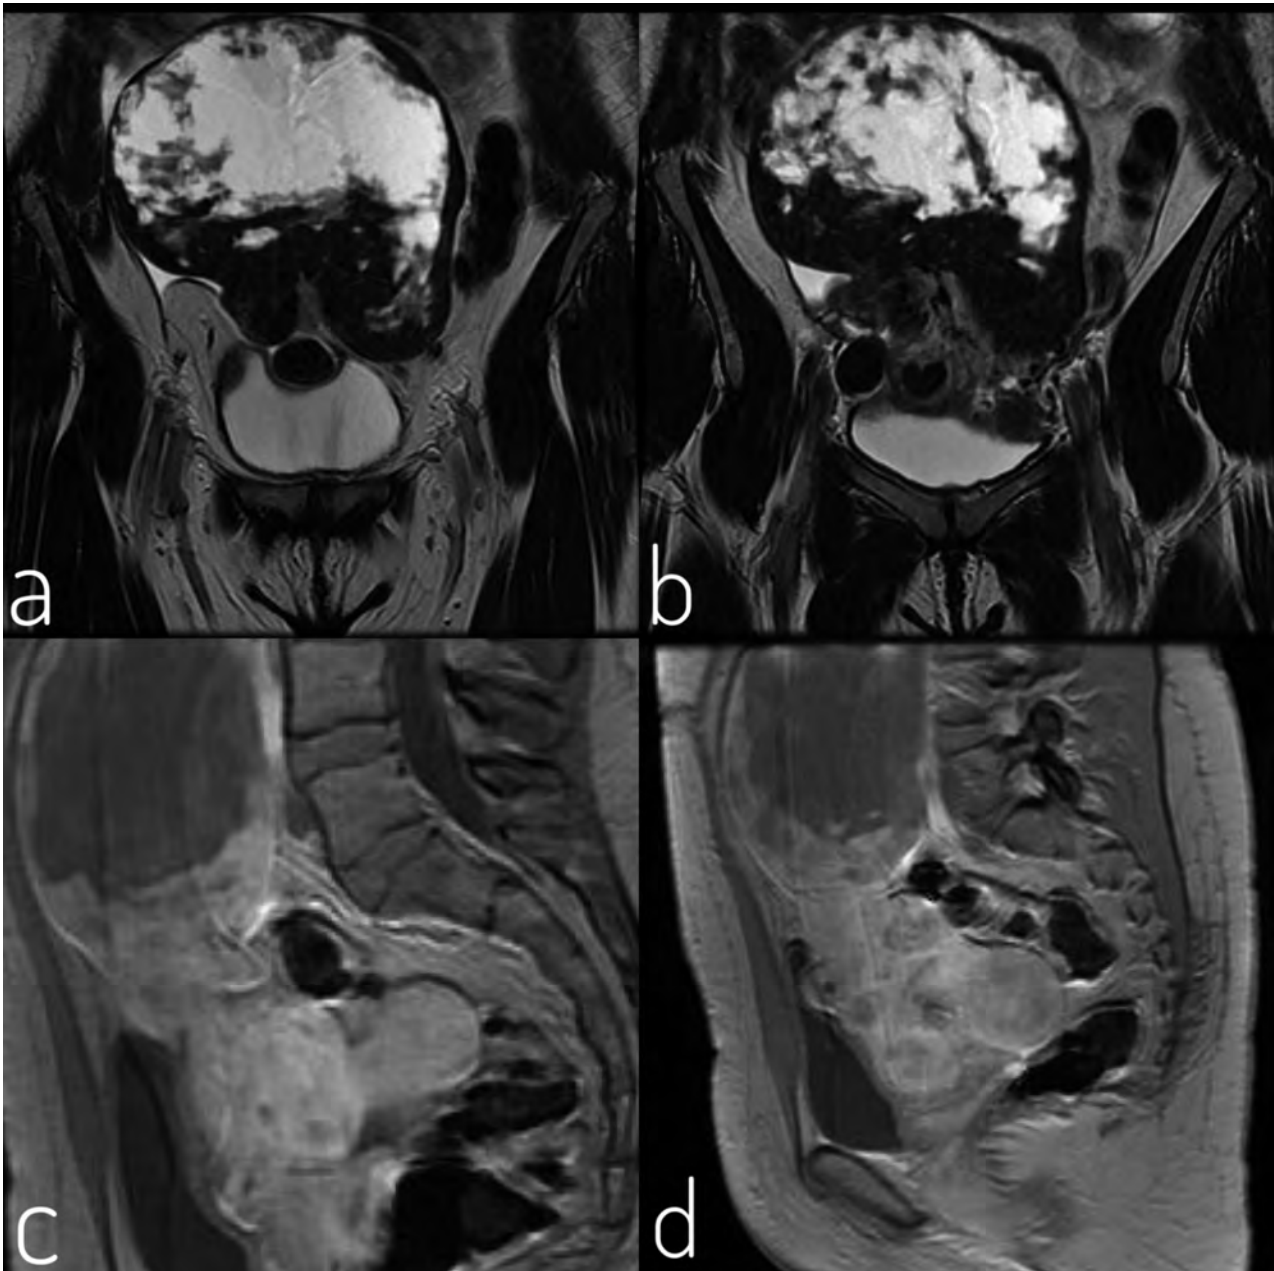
RESONANCIA MAGNÉTICA. A y B: cortes coronales en secuencia T2. C y D: cortes sagítales en secuencia T1.
